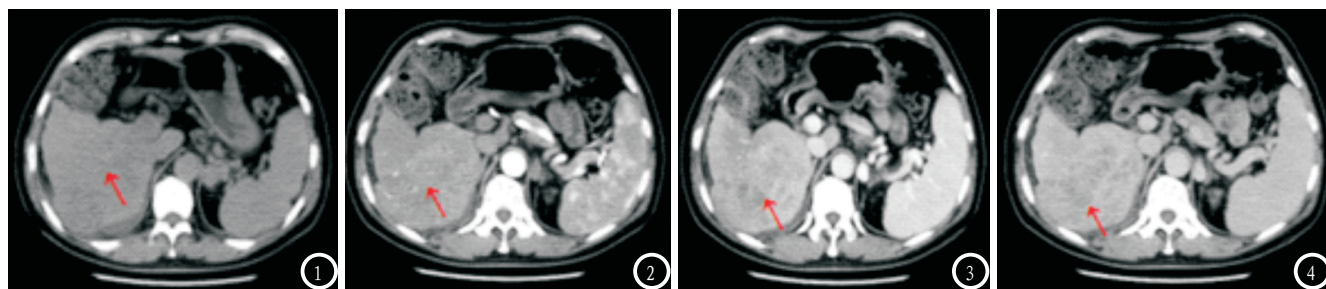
患者男, 61岁, CT平扫示肝右叶见团块样稍低密度灶(红色↓); 图2 CT动脉期增强扫描示肝右叶病灶动脉期呈明显不均匀强化(红色↓); 图3 门静脉主干静脉期出现较小范围的充盈缺损(红色↓); 图4 延迟期部分病灶呈相对低密度改变, 见充盈缺损(红色↓)。
